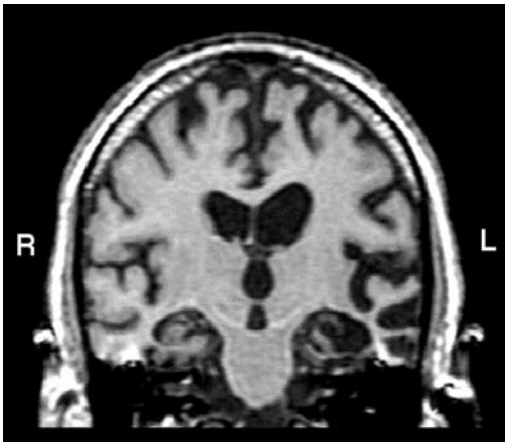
Kernspintomografischer Befund einer schweren kortikalen Atrophie
